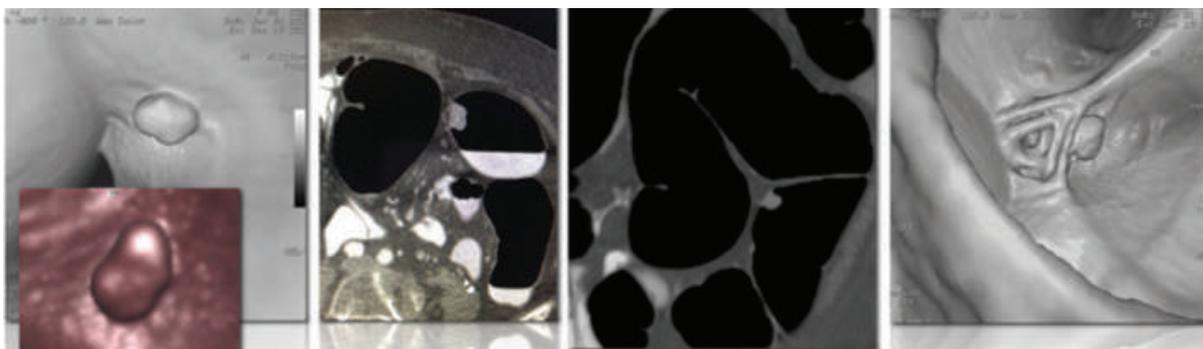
TC Colonscopia virtuale con diagnosi di polipo effettuata in un paziente anziano: modifica del percorso diagnostico, dalla sorveglianza all'atto operativo di rimozione endoscopica.
